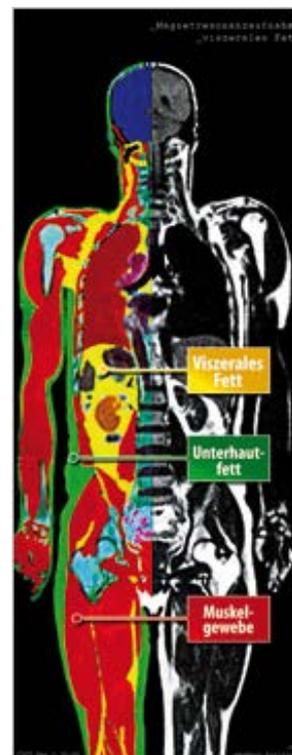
Магнитно-резонансная томография жировых отложений.
